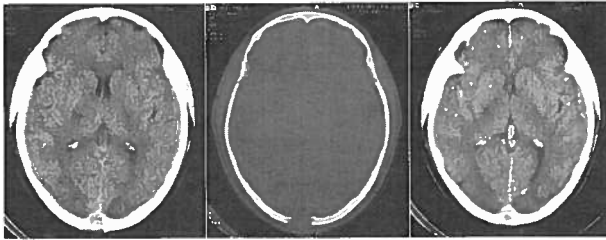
TAC cerebral simples, com contraste e janela de osso, onde é visualizada lesão occipital mediana intradiploica espontaneamente hiperdensa com erosão da cortical interna e externa tendo expressão no seio longitudinal superior. A lesão realça após contraste
